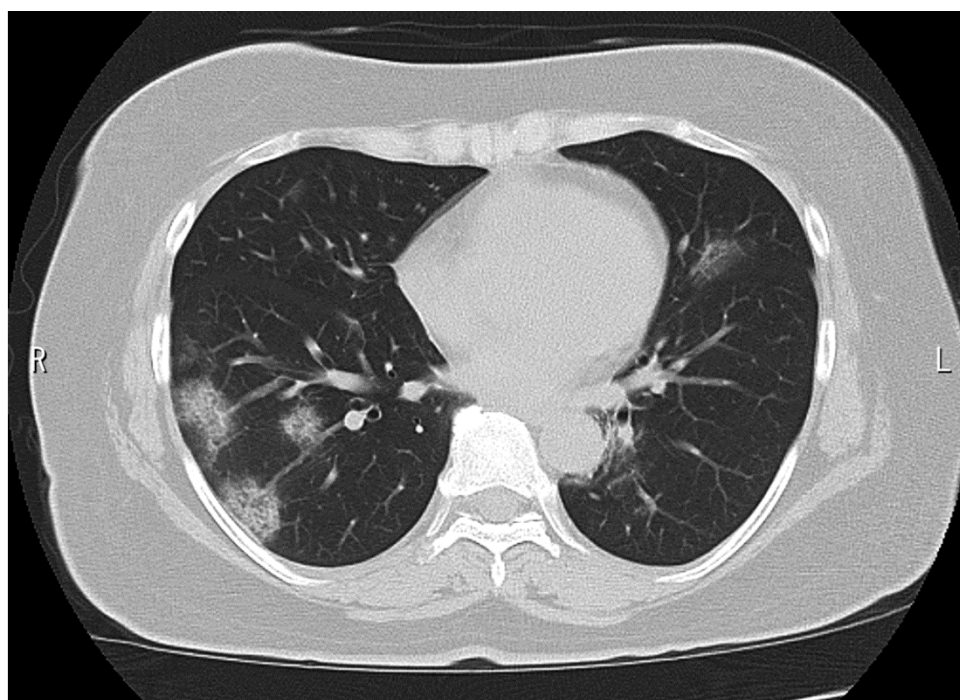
CT 撮影による COVID-19肺炎像 (文献16より引用)
